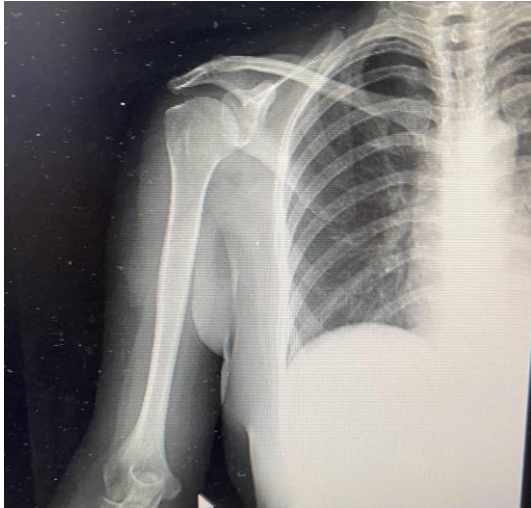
Radiographie de l'épaule droite de face
